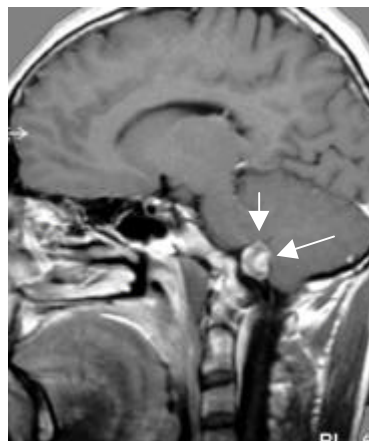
Fall IV, präoperative MRT axial – PICA Aneurysma (Pfeil)      Abbildung 31: Fall IV, präoperative MRT sagittal – PICA Aneurysma (Pfeile)      Abbildung 32: Fall IV, präoperative MRA – PICA Aneurysma (Pfeile)
